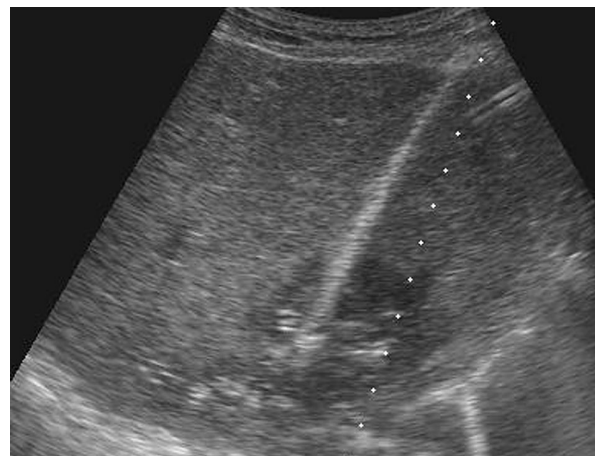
Mnogie drobne ropnie wątroby, leczone po punkcji celowaną antybiotykoterapią. Badanie USG
